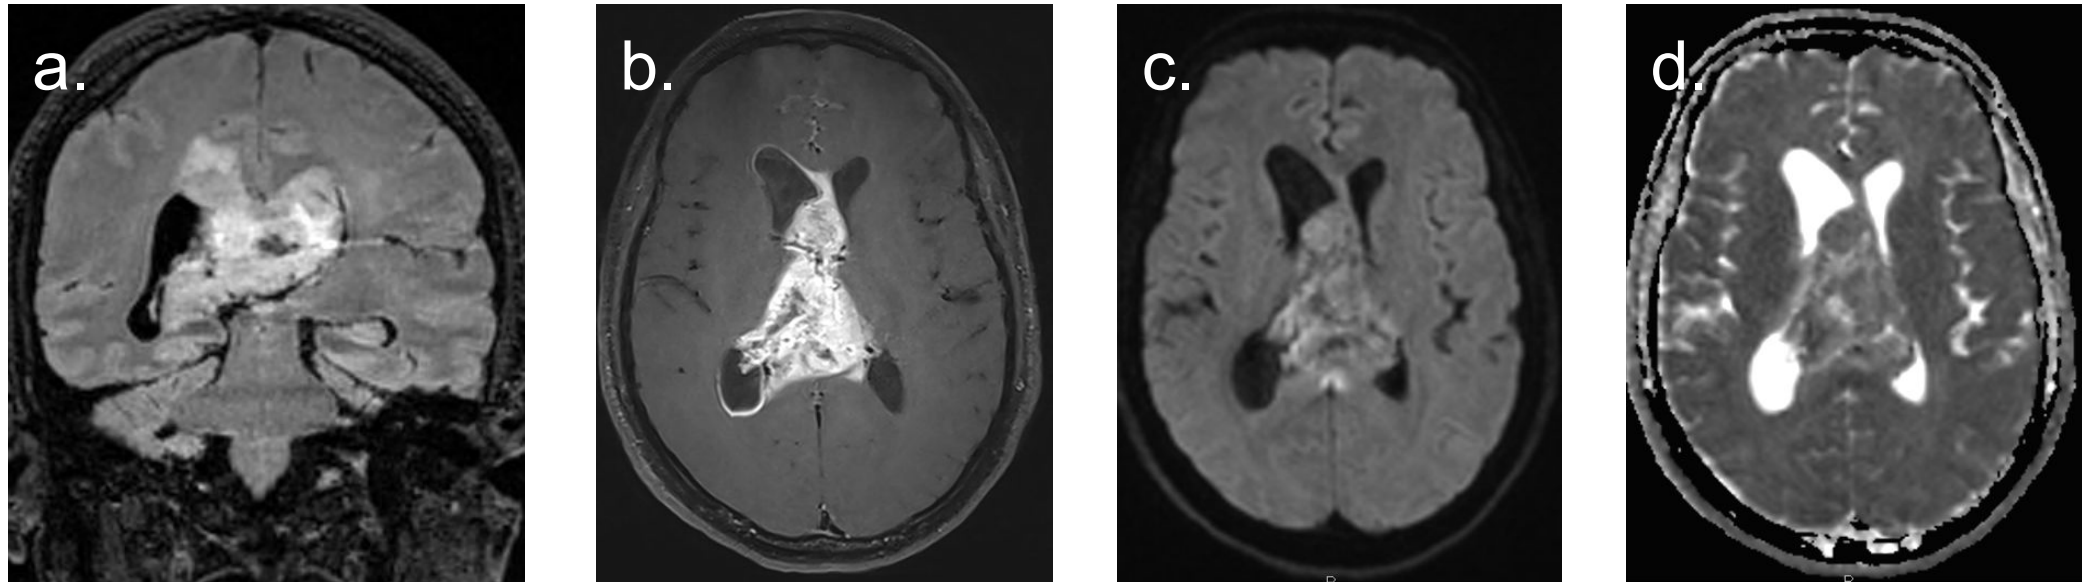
RM cerebral: (a) FLAIR coronal, (b) T1 con contraste (sangre negra), (c) difusión (DWI) y (d) mapa ADC. Lesión infiltrativa heterogénea en cuerpo y esplenio del cuerpo calloso con morfología en “alas de mariposa”, extensión intraventricular y afectación talámica derecha. Presenta realce intenso con área central de necrosis y leve restricción en la difusión, hallazgos sugestivos de glioma de alto grado. La AP confirma neoplasia glial infiltrante de alto grado, NOS. Grado 4 (CNS WHO 2021).
